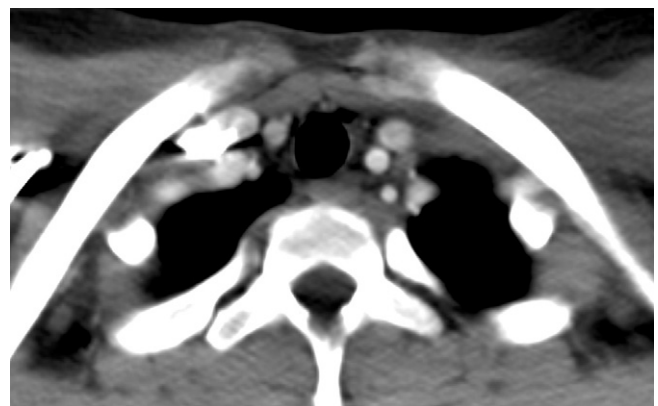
Muscle sous-hyoïdiens en TDM.
